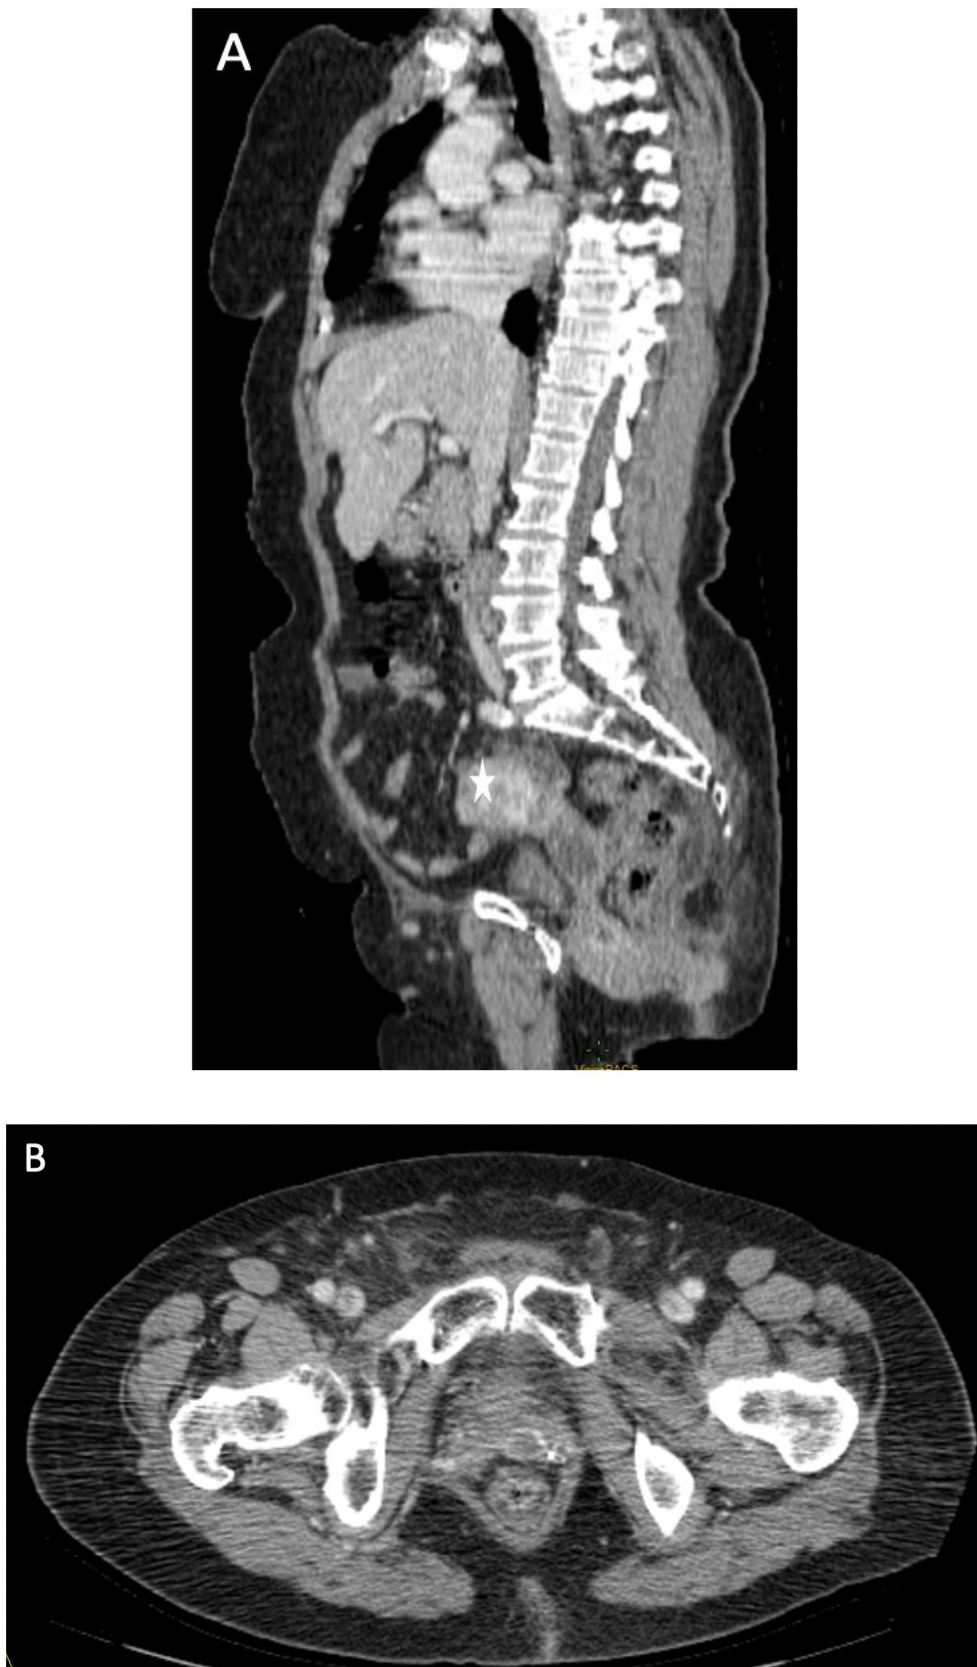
TDM abdomino-pelvienne après contraste en coupe axiale (B) et reconstruction sagittale (A) montrant une tumeur de l'endomètre () localement avancée associée à une lésion cervicale et vaginale.*
